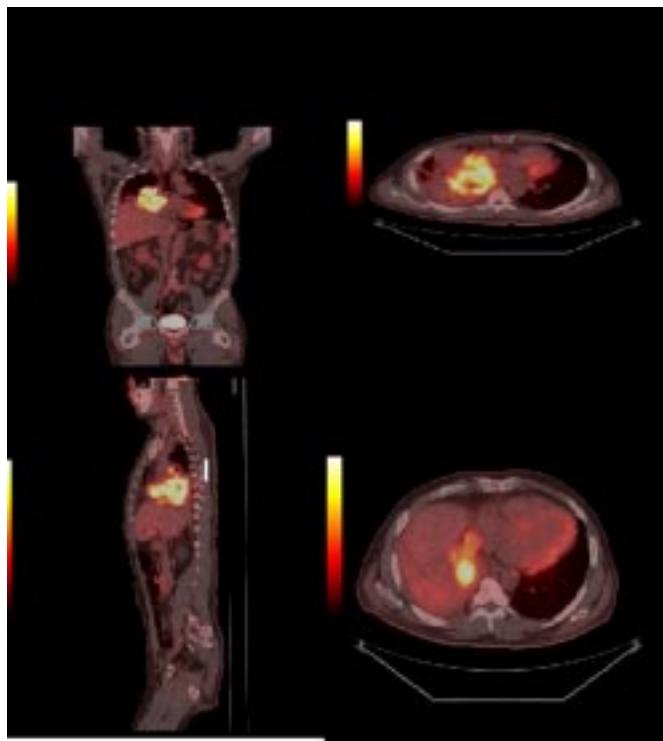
Поєднане ПЕТ–КТ-обстеження пацієнта К., 49 р.: об'ємний утвір правої легені з можливим проростанням у серце. Патологічне накопичення РФП свідчить на користьneo-процесу
